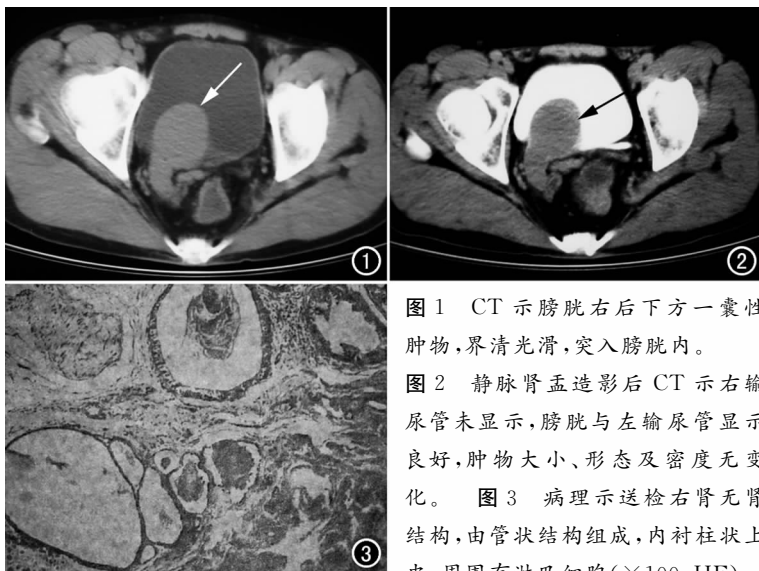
CT示膀胱右后下方一囊性肿物,界清光滑,突入膀胱内。
